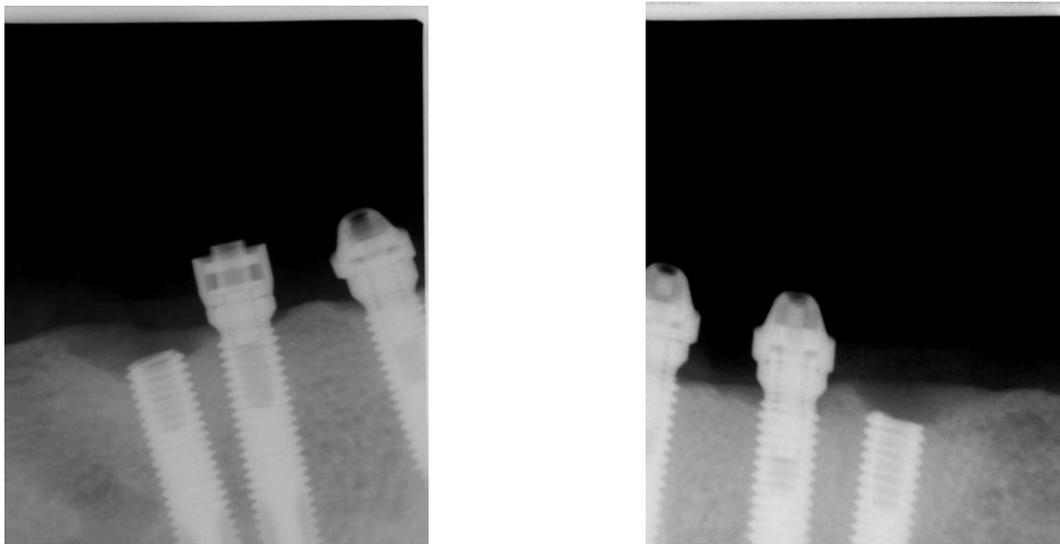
Radiografias periapicais com a fratura das plataformas.
